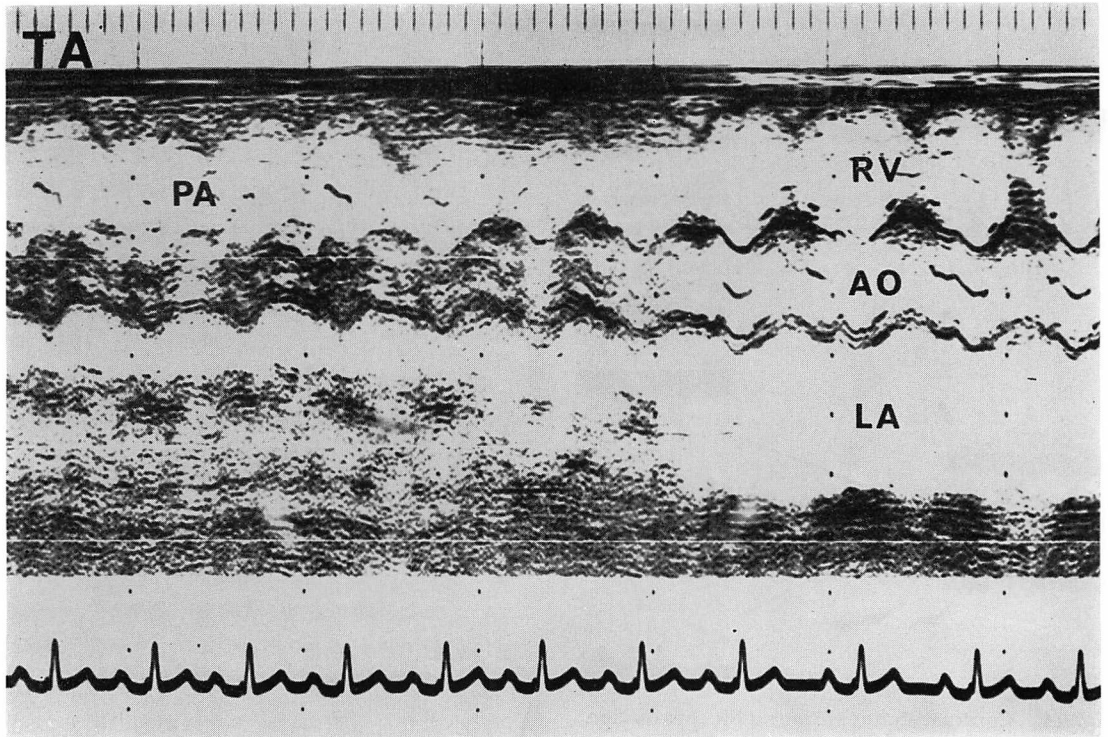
Echocardiogram in a case of tricuspid atresia with large VSD.
